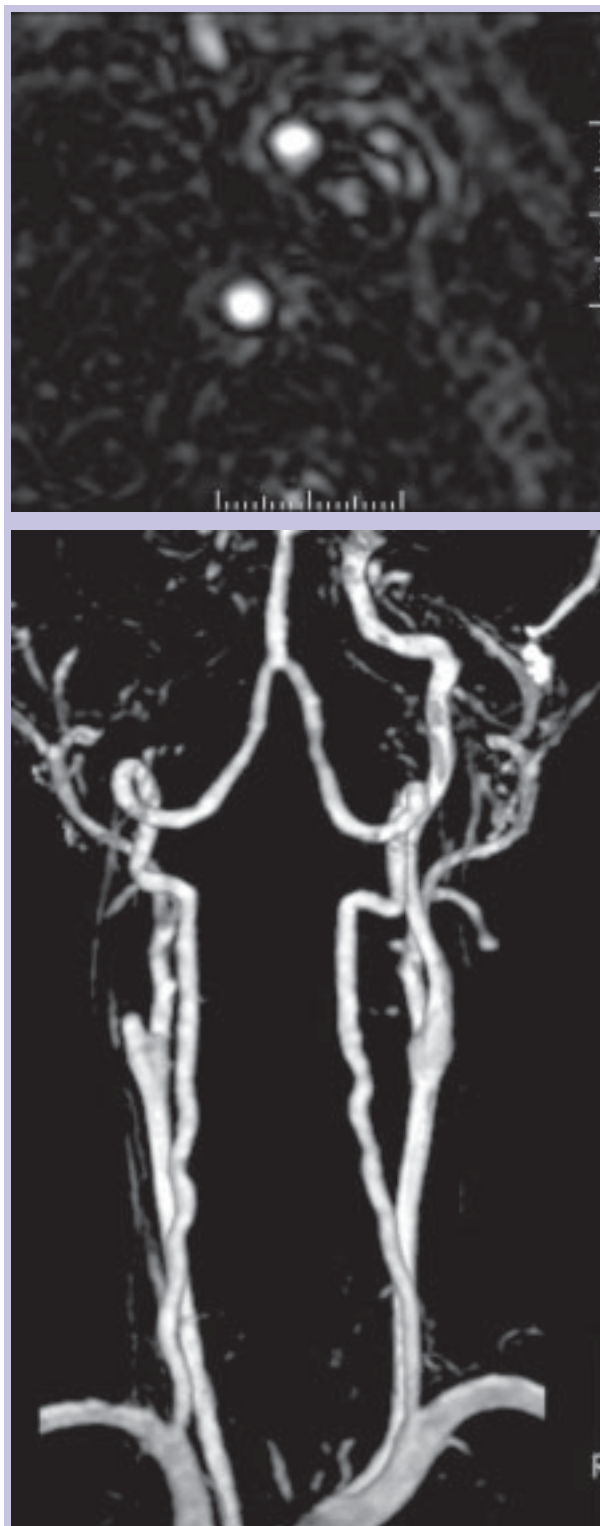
Angio-RM com gadolínio – oclusão da artéria carótida interna direita
